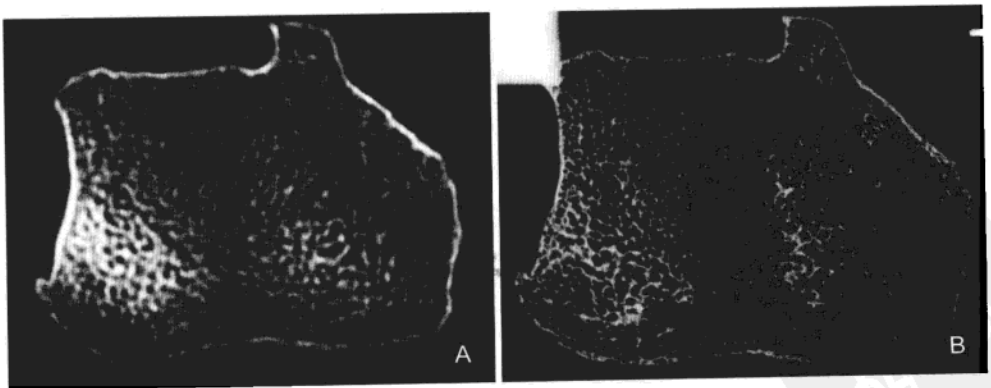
桡骨远端高分辨多层螺旋CT图像(A)和相应的层状标本接触X线摄影(B)
